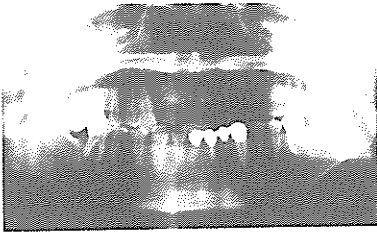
Pre- and postoperative panoramic radiographs of case 1.
